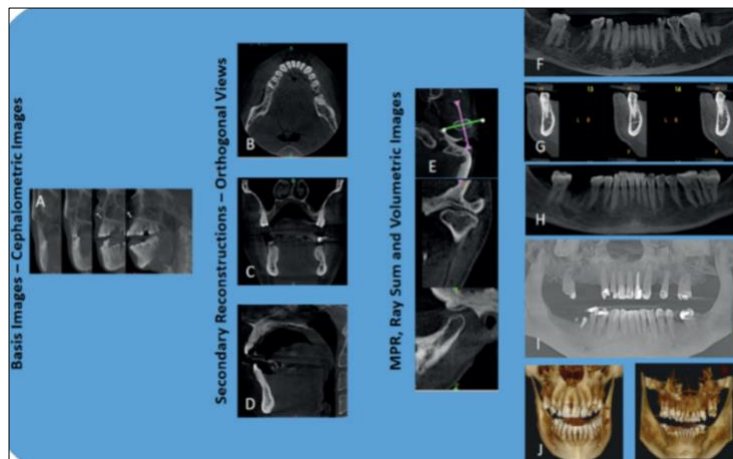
CBCT: Modos de adquisición y visualización de imágenes. Las imágenes de base 2D adquiridas (A) se utilizan para la reconstrucción secundaria de las vistas axial (B), coronal (C) y sagital (D) (vistas ortogonales). Otros modos de visualización disponibles en CBCT incluyen (i) reformateado multiplanar (MPR) que consta de cortes oblicuos (E), cortes curvos (F) y vistas en sección transversal (G); (ii) Suma de rayos que comprende imágenes de mayor espesor de sección (H); y (iii) imágenes volumétricas que consisten en renderizado de volumen directo (DVR), siendo las más comunes la proyección de intensidad máxima (MIP) (I) y el renderizado de volumen indirecto (IVR) (J) (27).
